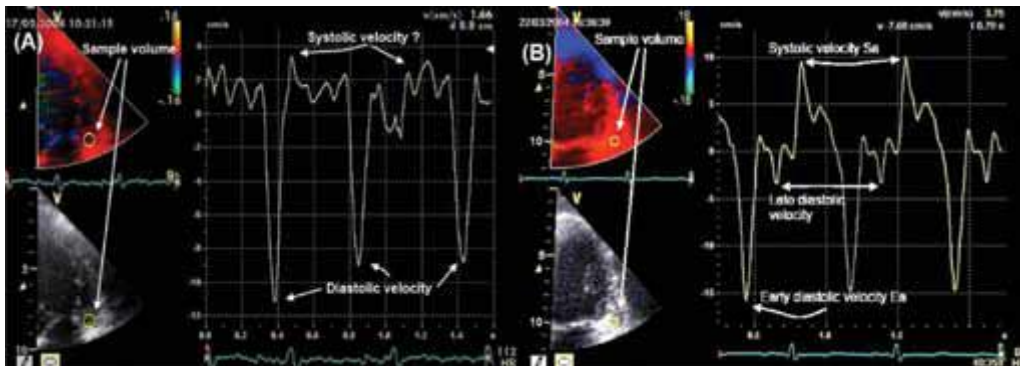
Exemples d'échocardiographie chez un patient thalassémique [96].
